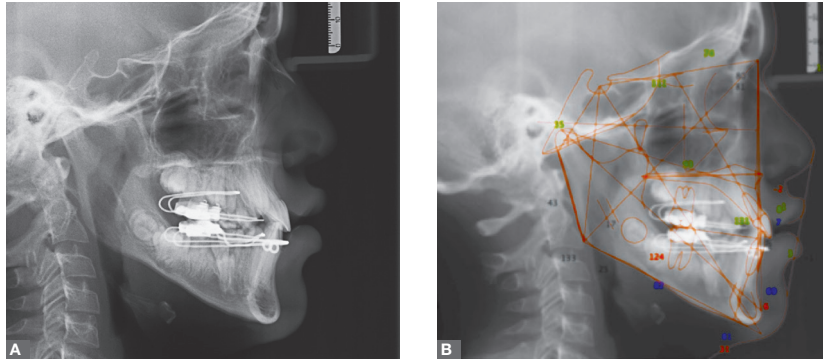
Fase de contenção: A) radiografia cefalométrica de perfil, B) traçado cefalométrico, C) radiografia panorâmica.
